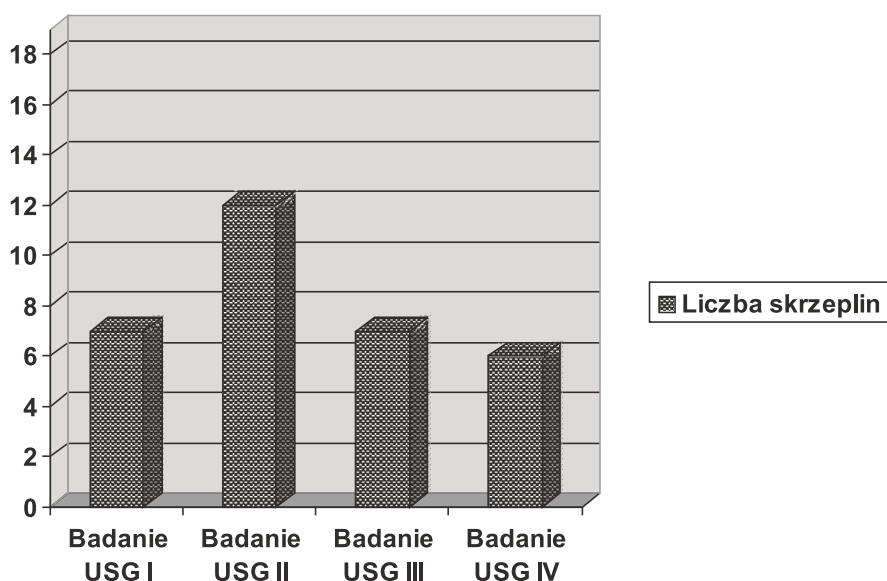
Liczba całkowitych zamknięć światła żyły podkolanowej kończyny operowanej stwierdzana w badaniach USG Doppler
